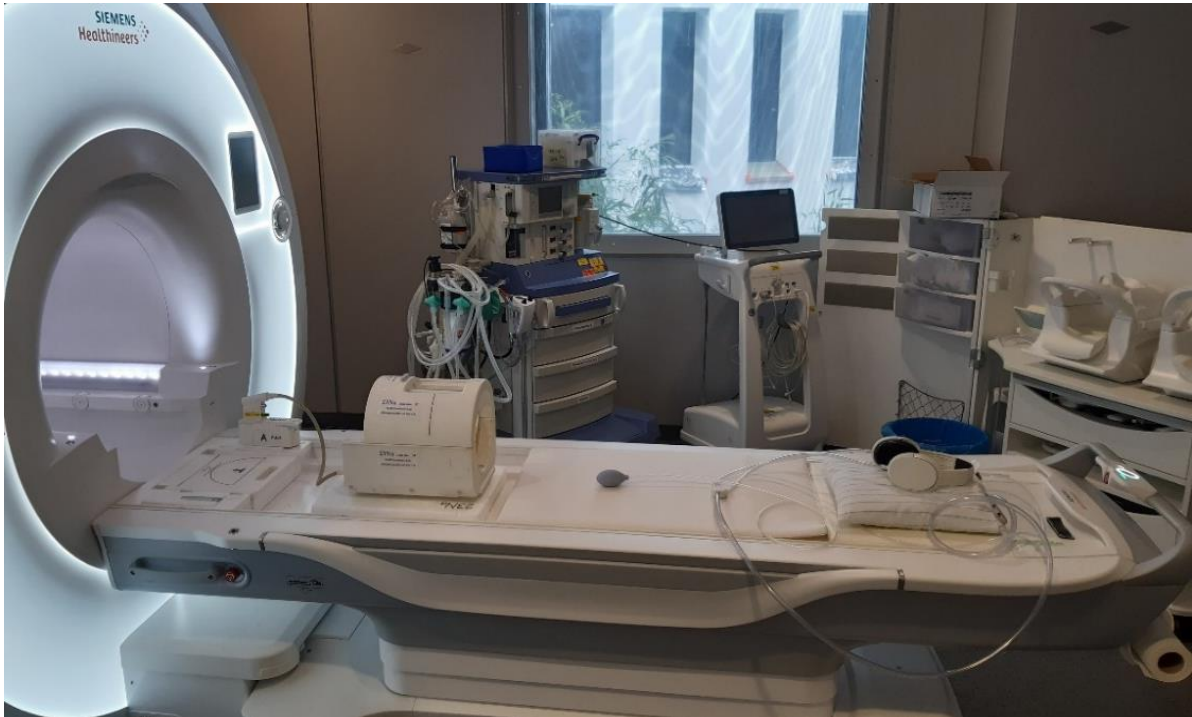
MRT-Scanner mit ^{23}Na Spule, Notfallglocke und Gehörschutz
